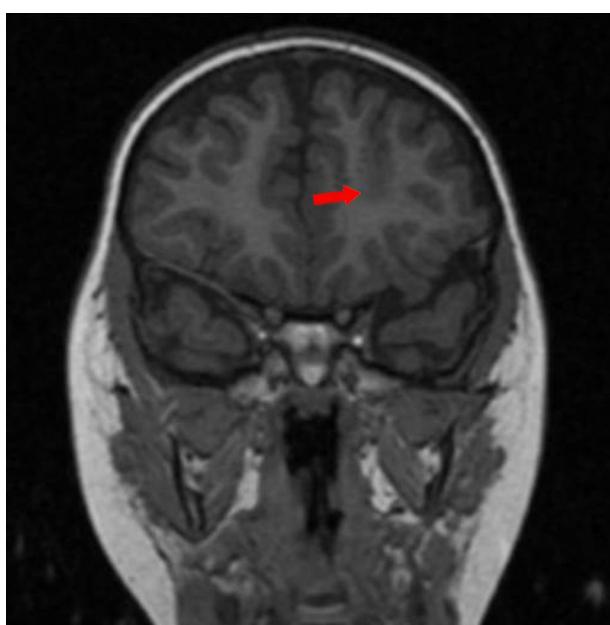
Imagen de la resonancia magnética de alta resolución (3T), ponderada en T1, corte coronal, en la que se objetiva displasia de fondo de surco frontal superior izquierdo (pérdida de interfase sustancia gris/sustancia blanca).
